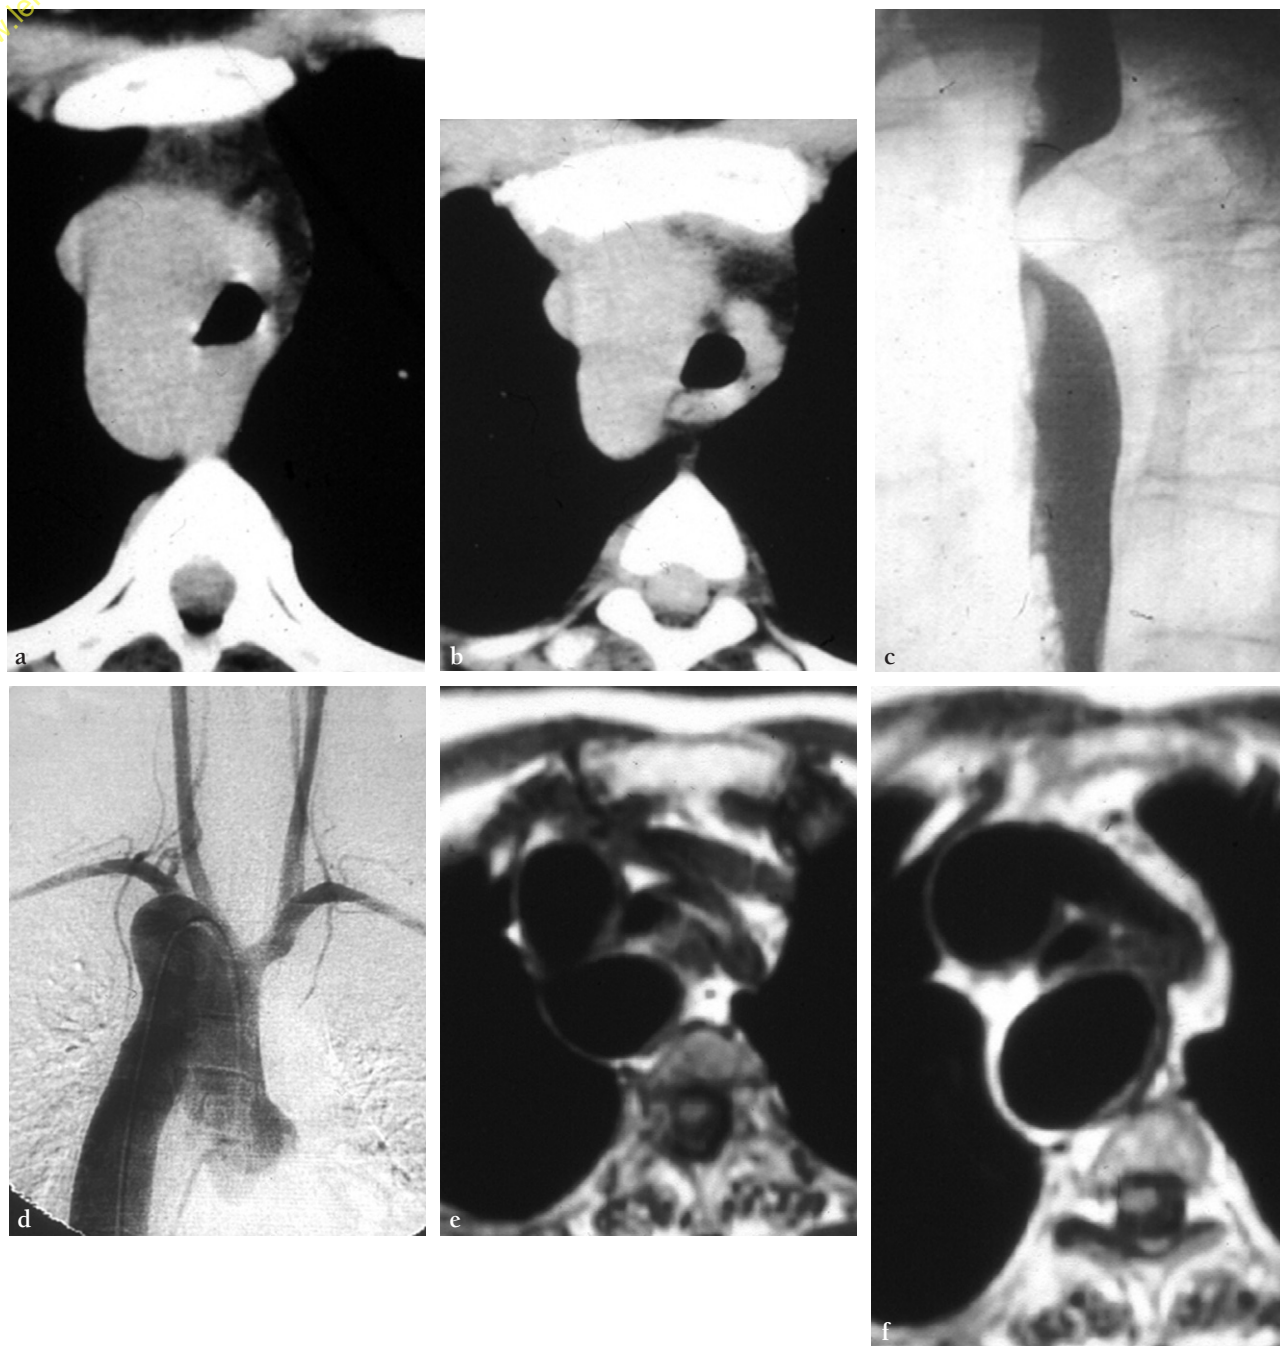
Double arc aortique. a. b. Coupes TDM sans injection. c. Transit œsophagien de profil. d. Artériographie de face. e. f. Coupes axiales en IRM : l'arc droit est le plus haut (d) volumineux, et le plus postérieur (b, c) responsable de la compression œsophagienne postérieure. Les quatre vaisseaux naissent des deux arcs. Dans la nouvelle classification, les caractéristiques transversales sont un double arc (arc droit dominant) et une aorte descendante gauche ; la composante verticale est de grade I pour l'arc droit.
